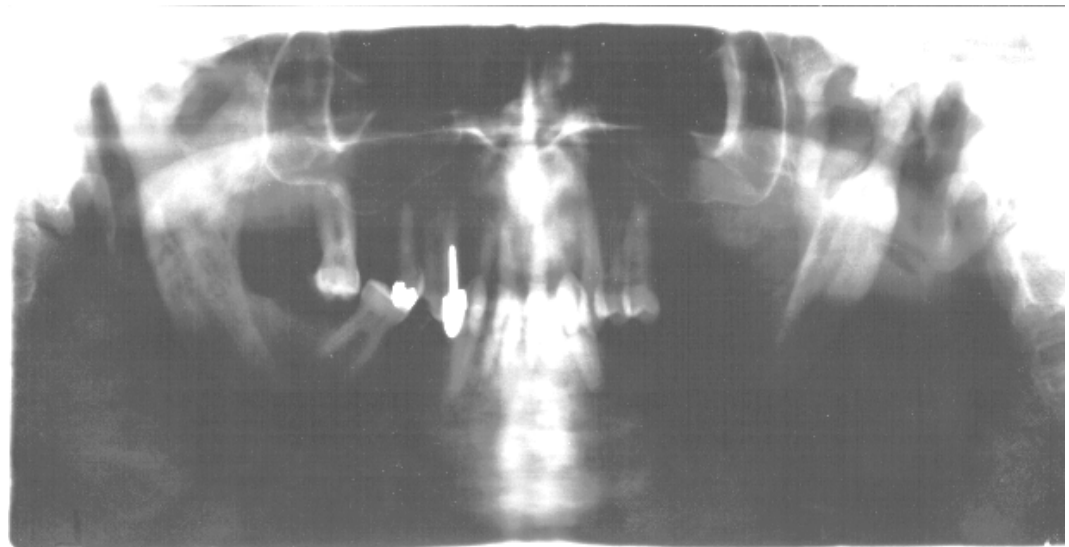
Orthopantomogramm (Nr. 29)
